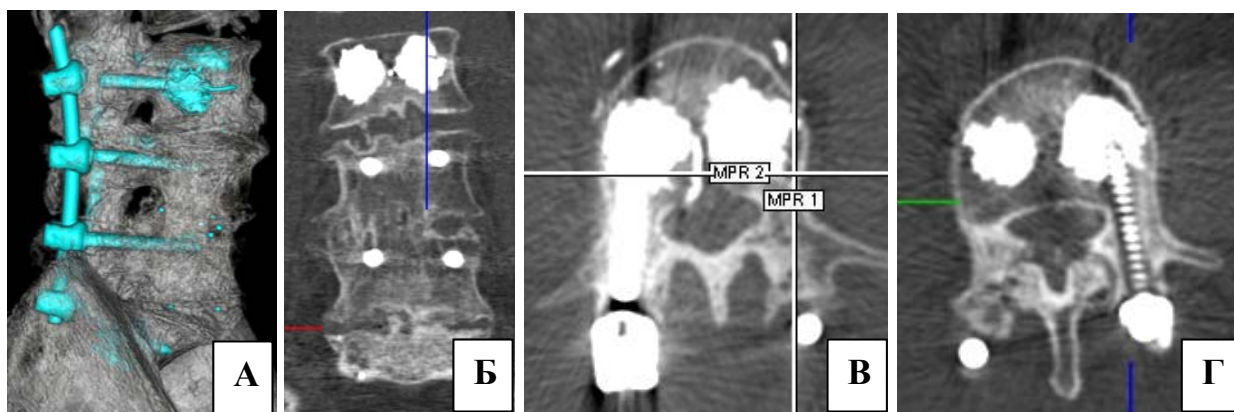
Результаты КТ перед выполнением ревизионного вмешательства: КТ 3D реконструкция (А), КТ во фронтальной проекции (Б), КТ в аксиальной проекции на уровне правого винта L3 (В), КТ в аксиальной проекции на уровне левого винта L3 (Г)
